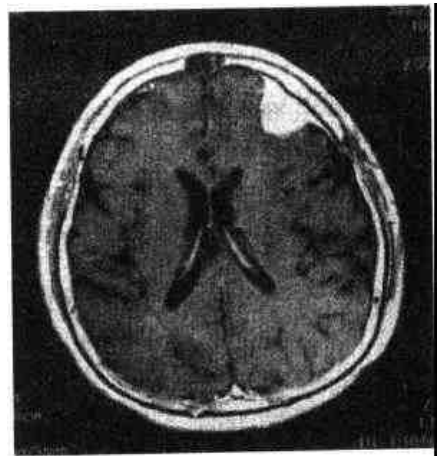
左额脑膜瘤 MRI 轴位可见硬脑膜尾征
